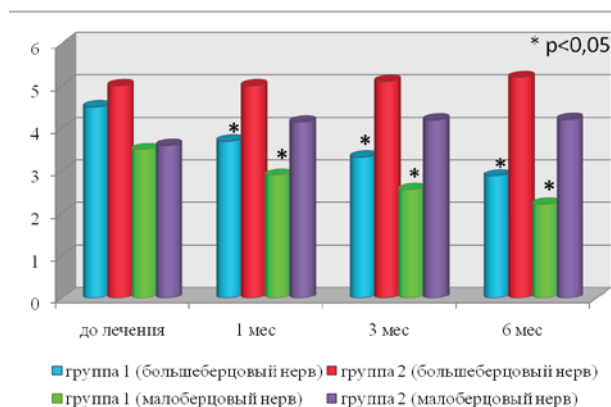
Дистальная латентность большеберцового и малоберцового нервов на фоне увеличения КТ/V до 1.4 (мсек).
